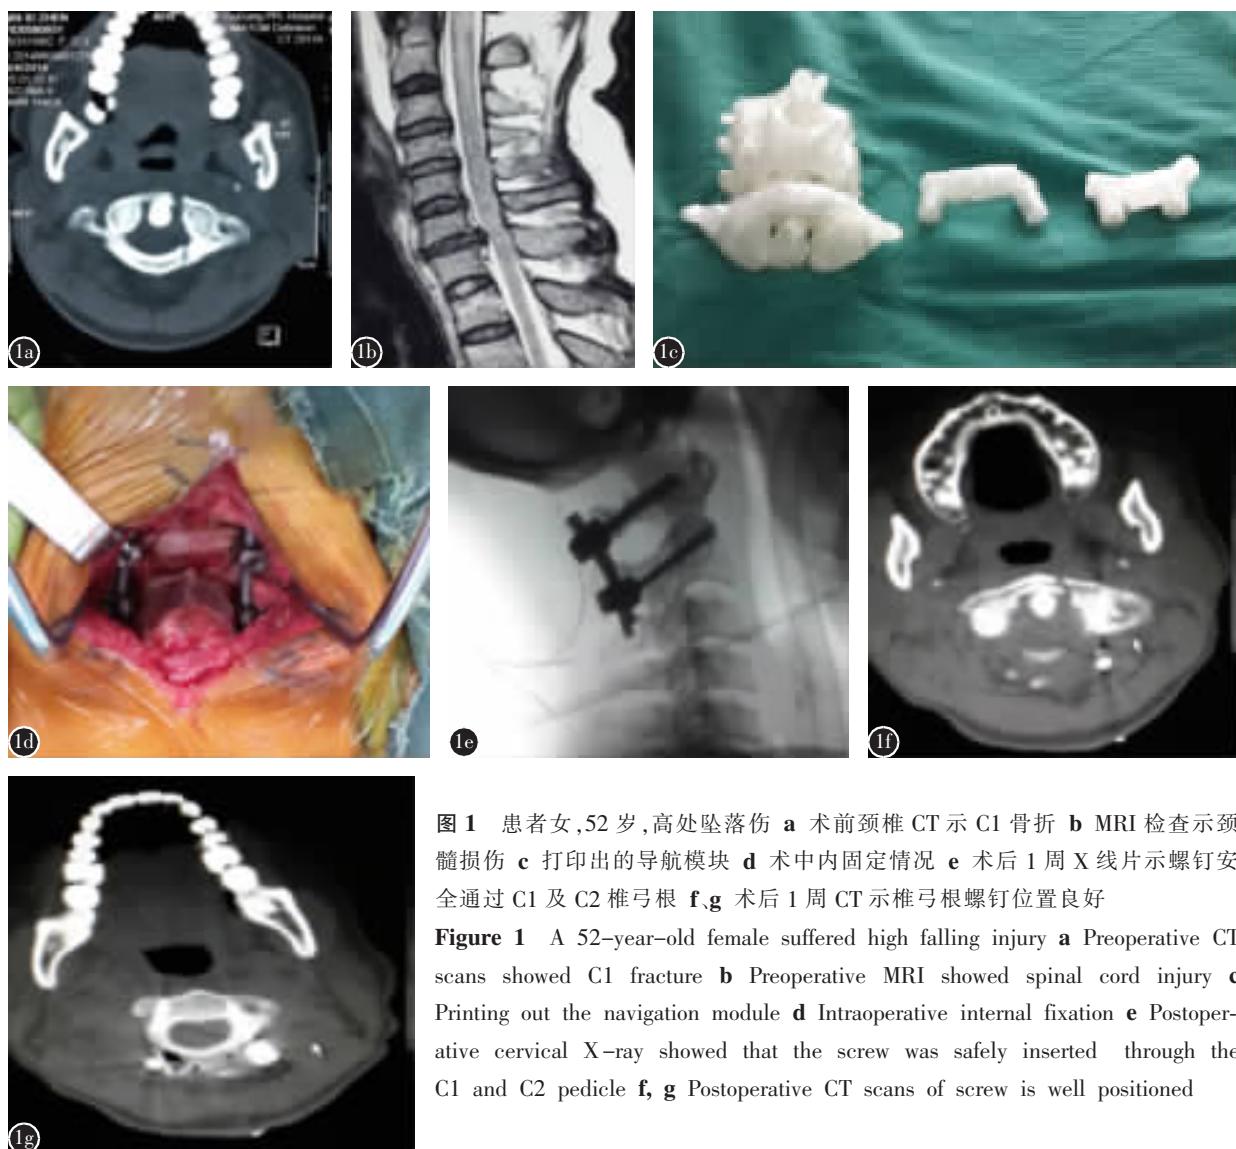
患者女,52岁,高处坠落伤 a 术前颈椎 CT 示 C1 骨折 b MRI 检查示颈髓损伤 c 打印出的导航模块 d 术中内固定情况 e 术后 1 周 X 线片示螺钉安全通过 C1 及 C2 椎弓根 f、g 术后 1 周 CT 示椎弓根螺钉位置良好
